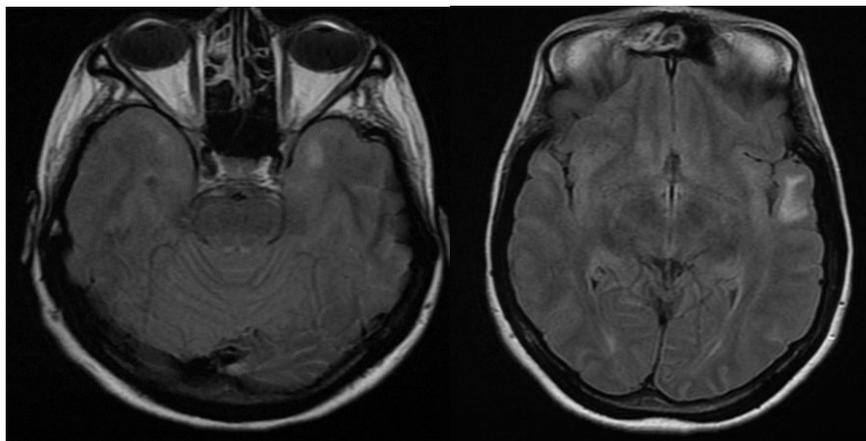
Exemple d'une IRM cérébrale de patient présentant une maladie de Steinert avec des hypersignaux insulaires et temporo-internes, bilatéraux et asymétriques.
